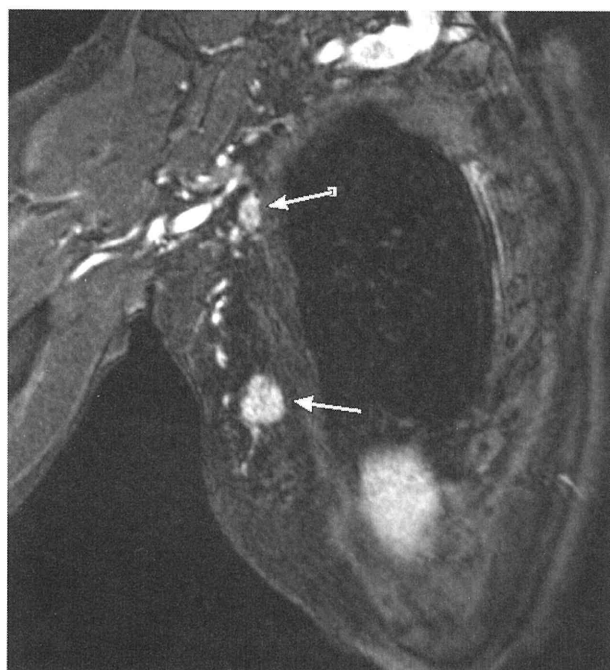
Image of the arterial early phase of 3D-dynamic MRI with solid-tubular carcinoma in a 79-year-old woman. 4.03/1.5/1 (TR/TE/excitation)
